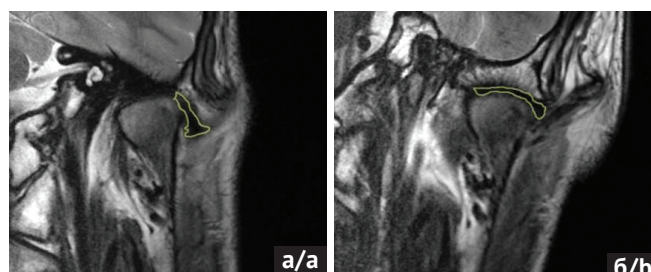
МРТ ВНЧС во фронтальной плоскости. Полная латеральная дислокация суставного диска с репозицией при открывании рта. а – закрытый рот; б – открытый рот (источник: составлено авторами)
